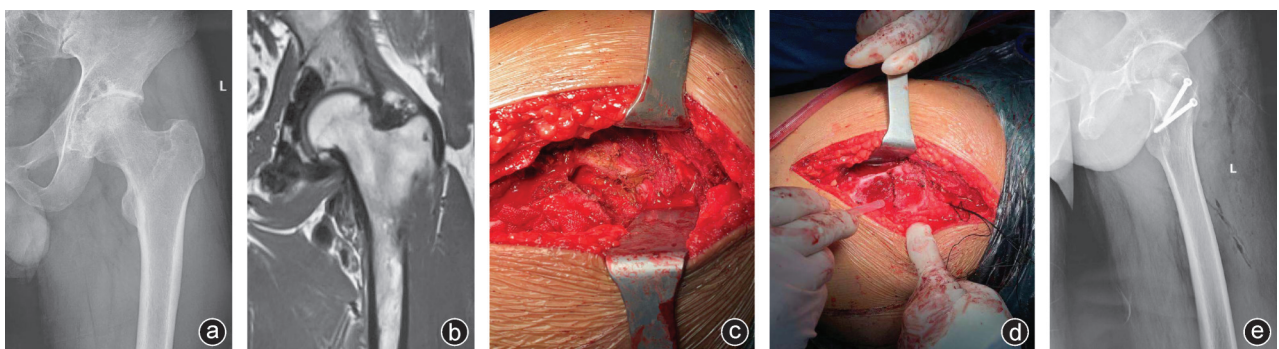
病人,男,29岁,左髋疼痛1年 a:术前X线片示左髋髋臼圆形低密度灶,髋臼骨质稍硬化,边缘模糊不清;b:术前MRI示左髋关节腔及周围软组织异常信号,左侧髋臼、股骨头、股骨颈、大粗隆皮质受累,周围骨髓腔反应性水肿;c、d:术中探查,可见铁锈色病灶;e:术后3个月X线片示病灶愈合好,未见复发病灶
